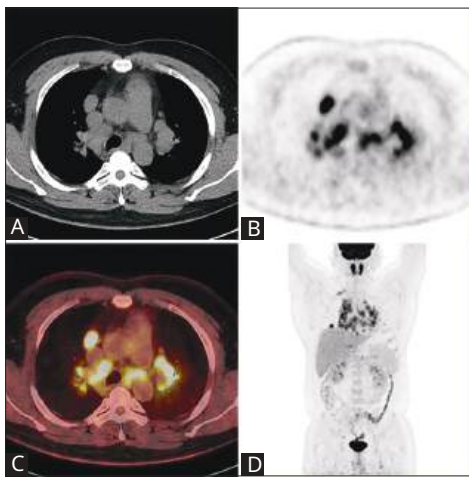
Erhöhte FDG-Aufnahme in mehreren Knoten der beidseitigen Lunge, bihilär, mediastinal, rechts zervikal (Bereich II a), beidseitig klavikulär, beidseitig axillär, retroperitoneal (etwa auf Höhe T11), beidseitig iliakale Blutgefäße und beidseitig inguinale Lymphknoten und der linke Leberlappen. (a) CT-Bild; (b) PET-CT-Bild; (c) Fusionsbild; (d) MP-Bild
